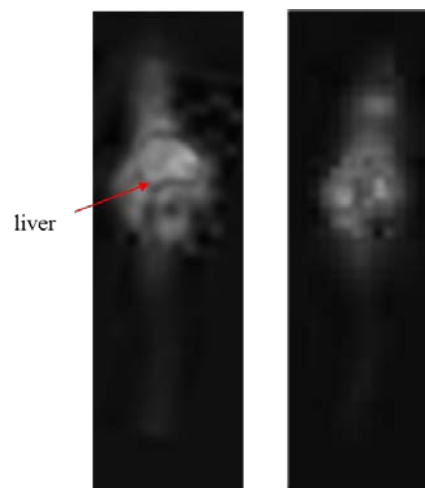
標識 siRNA 投与 SPECT 画像
